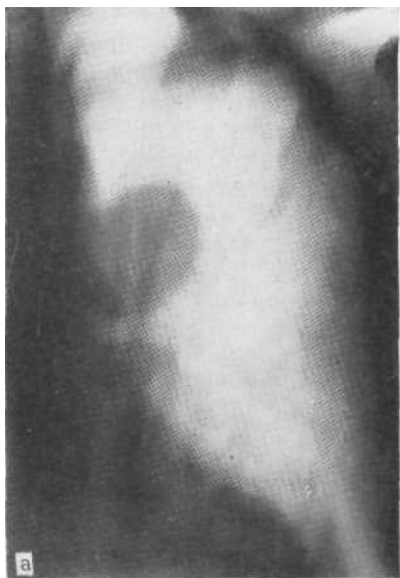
Томограмма в прямой проекции. Ретенционная киста в верхней доле левого легкого. Операция.
